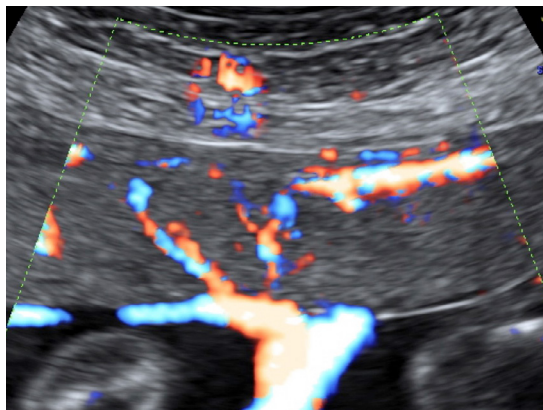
Obsérvese la normal localización de la placenta localizada en cara anterior uterina. Tras la aplicación del Doppler color se muestra la inserción del cordón umbilical.
